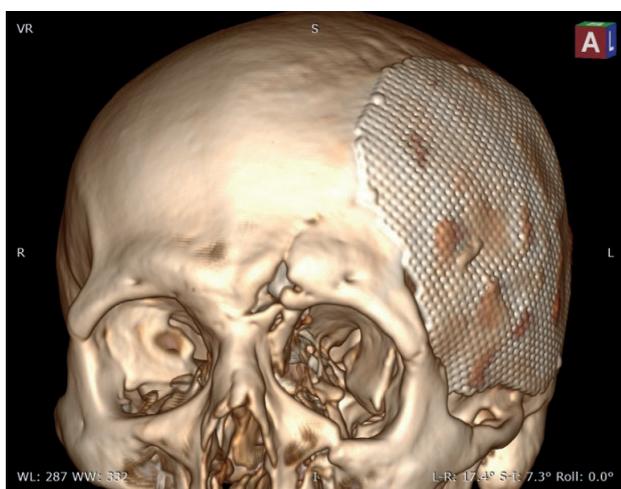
КТ 3D реконструкция. Имплант после трaкционного выпрямления
